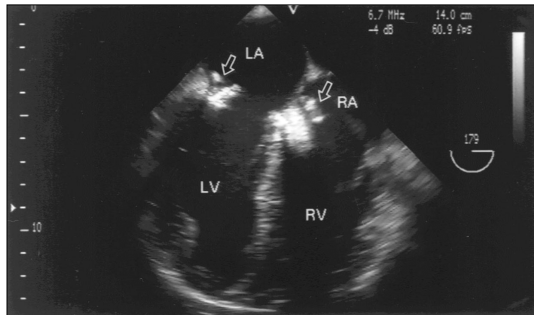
Transesophageal echocardiogram (179° view) show the vegetations (arrow) in posterior mitral leaflet and lower interatrial septum of right atrium. LA : left atrium, LV : left ventricle, RA : right atrium, RV : right ventricle.
